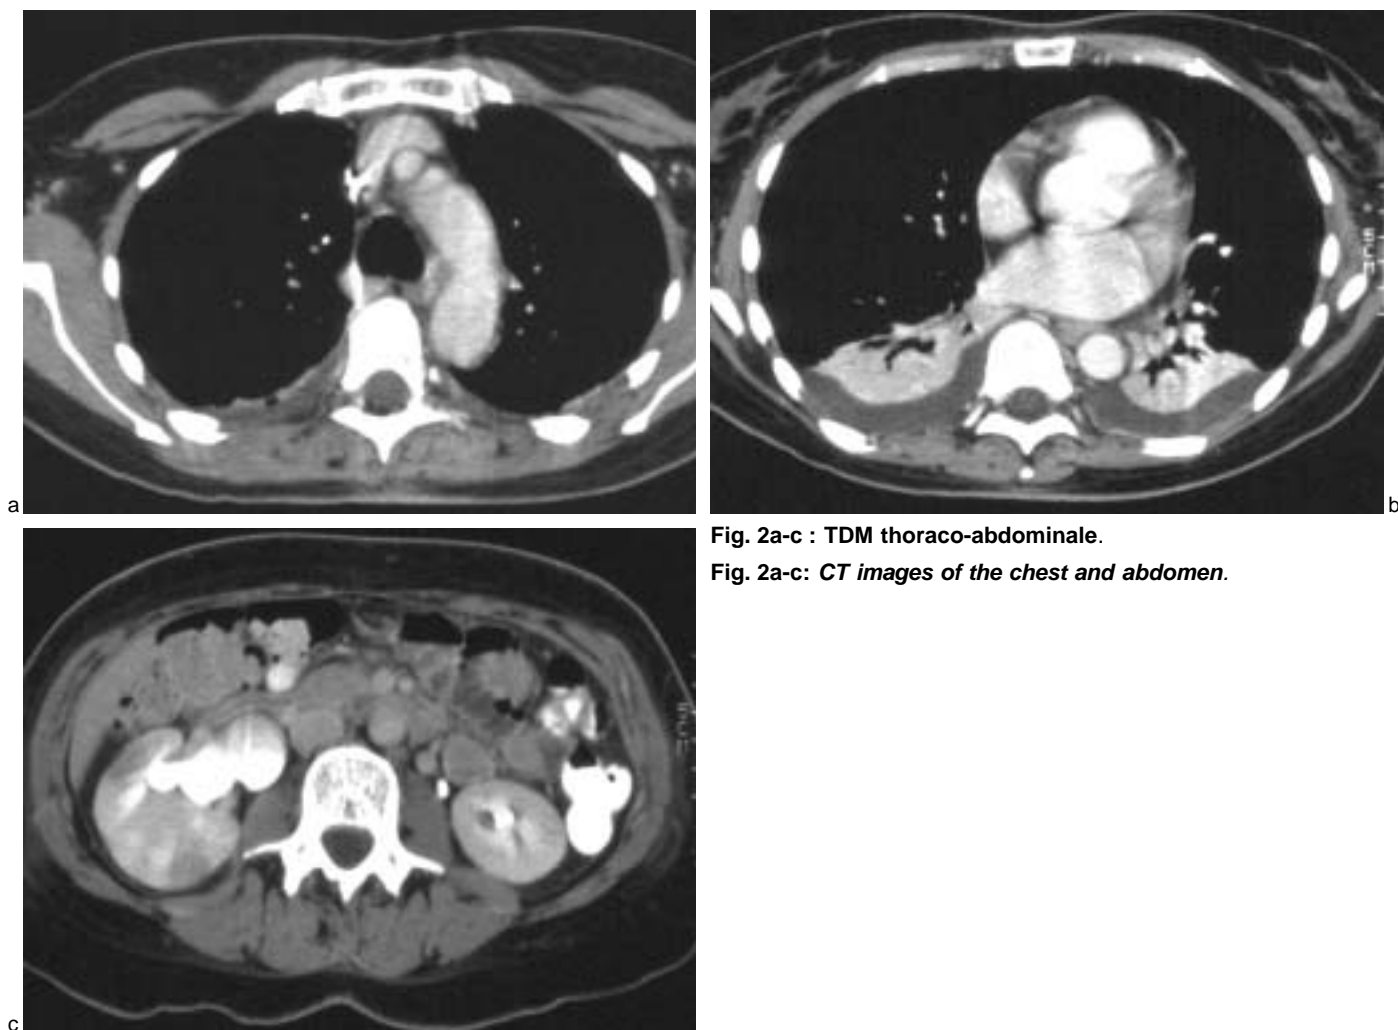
TDM thoraco-abdominale.
